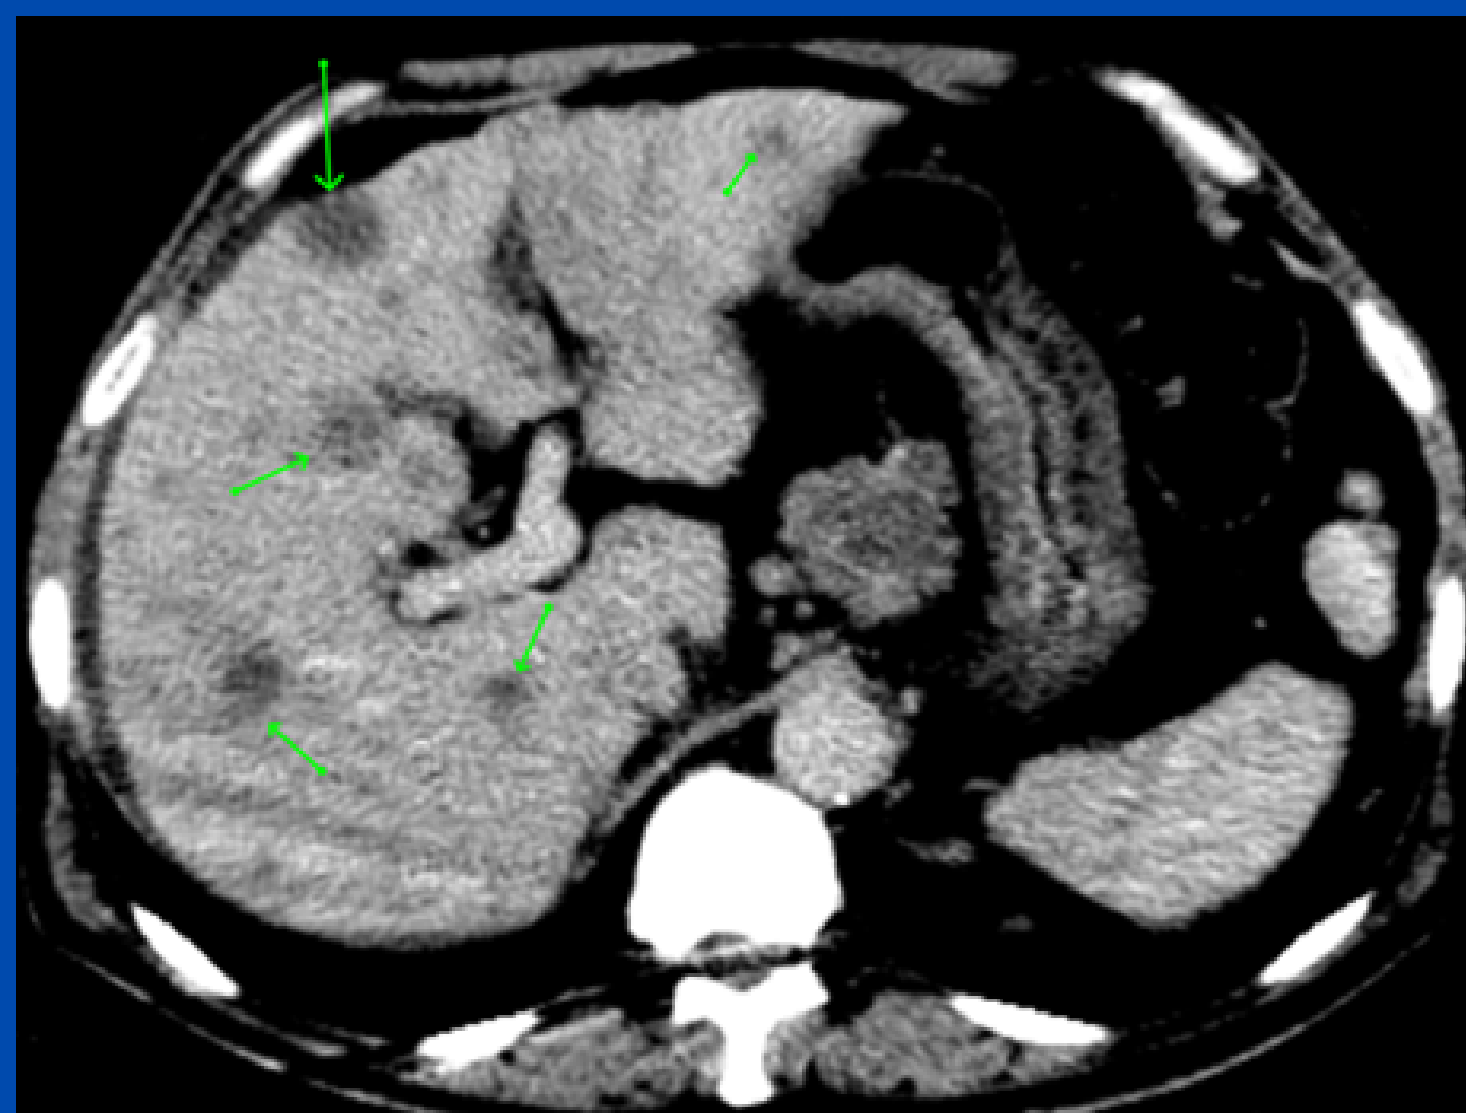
TC de abdomen C/C: Múltiples lesiones hipodensas, hipovasculares, mal definidas compatibles con secundarismo hepático (Flechas verdes).
